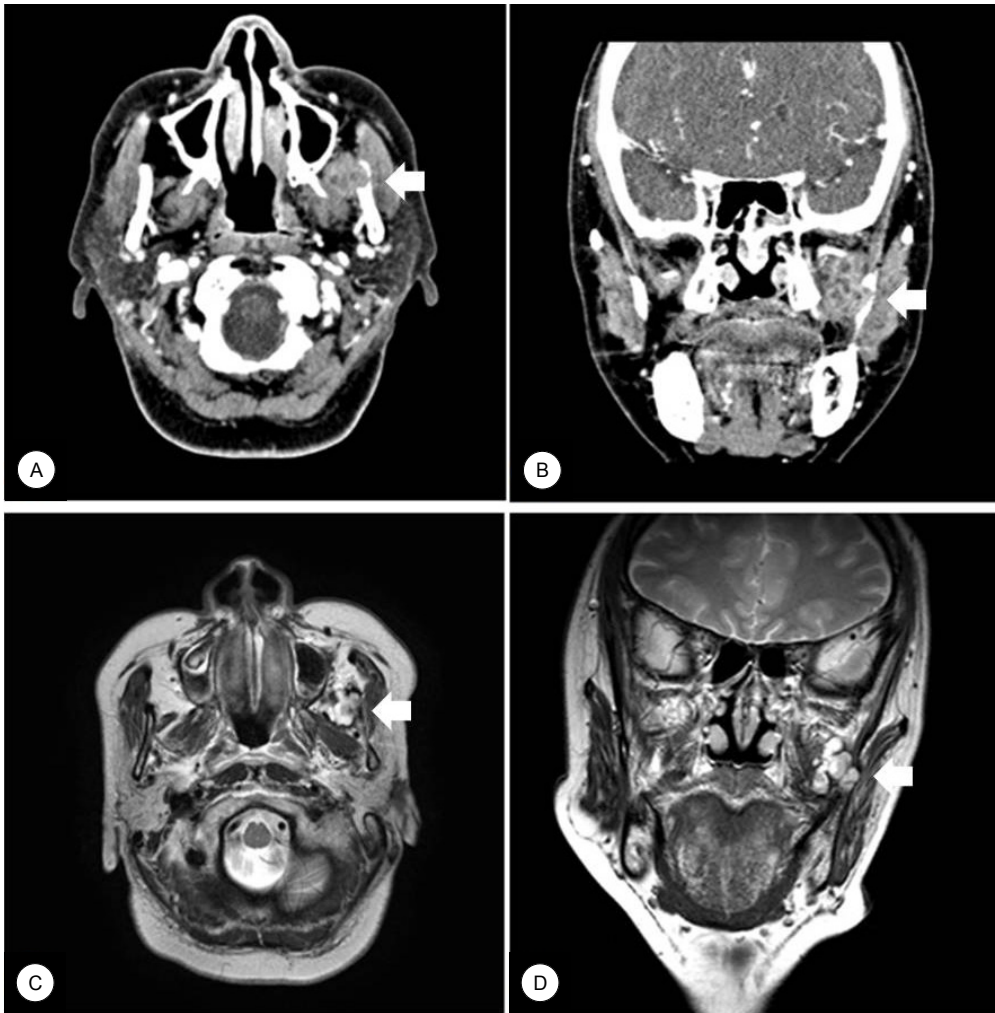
Radiologic images of preoperative CT scan and MRI . A and B. CT scan shows 2cm sized relatively round enhancing solid mass with multiple cystic change around the left lateral pterygoid muscle with bone remodeling of left mandible ramus(white arrow) . C and D. Magnetic resonance images(T2) shows 2cm sized relatively lobulating enhancing solid cystic mass around the tendon of the left temporalis muscle with bone remodeling of left ramus(white arrow).
